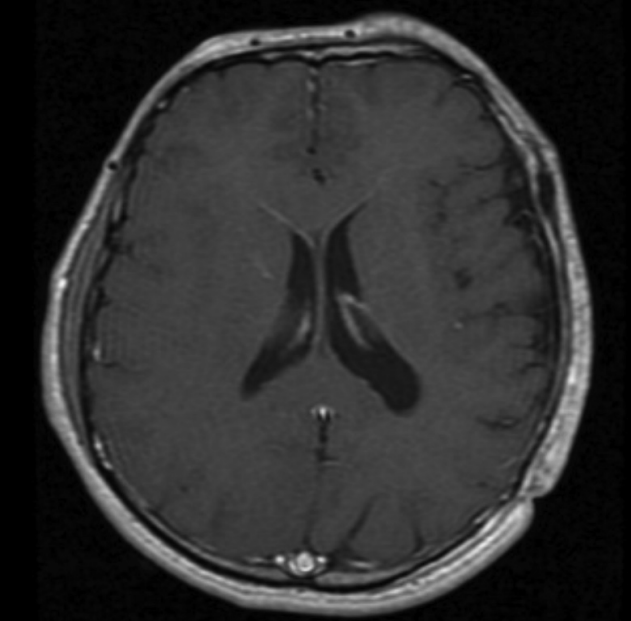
MRG'de sol frontotemporo-parietalde skalpte, mastikator boşluğuna ve sol orbita superioruna uzanım gösteren T1-ağırlıklı sekanslarda hipointens yoğun kontrastlanan kitle
